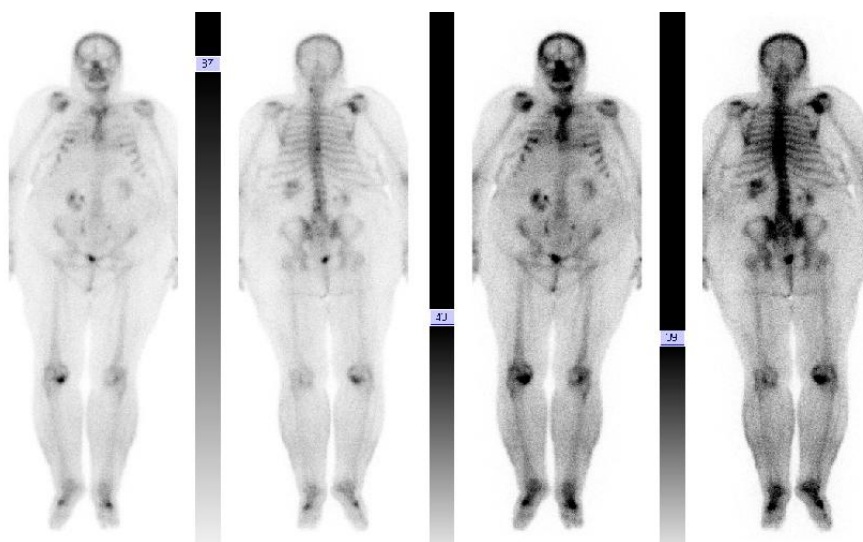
Celotělová kostní scintigrafie bez přesvědčivých průkazů metastáz.
